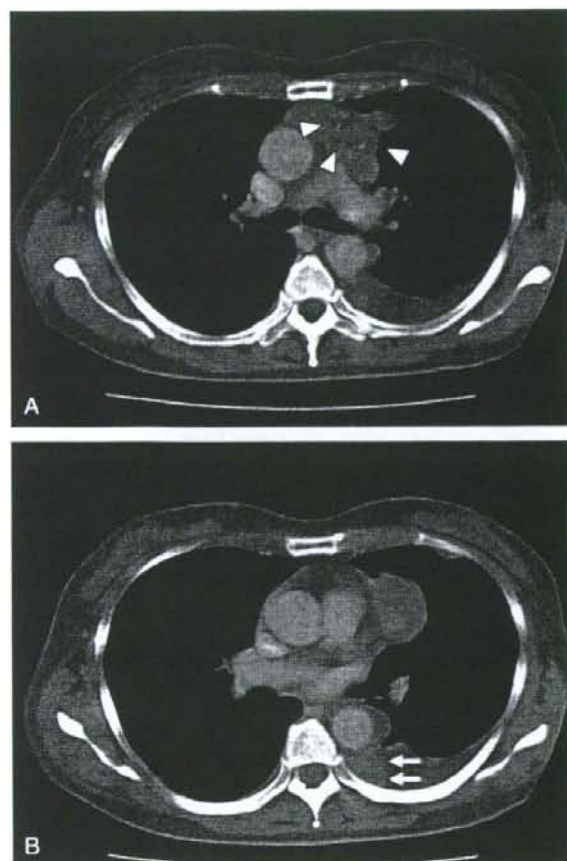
A 52-year-old woman with a high-risk thymoma (type B3 tumor). Enhanced transaxial CT scan (10-mm collimation) obtained at the level of the carina shows a 6.1 × 4.3-cm, plaque, anterior mediastinal mass with a lobulated contour and egg-like calcification (white arrowheads). The sternum-anterior mediastinum angle was sharp. This scan also shows a pleural effusion (A). Computed tomographic scan obtained at the level of the atrium shows a pleural effusion and nodular thickening of the pleura (white arrow), suggesting pleural tumor implantation (B).
